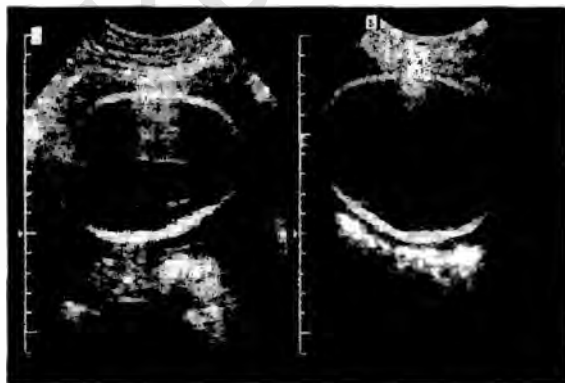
Эхограмма плодов при начальной стадии трансфузионного синдрома (пояснение в тексте).
